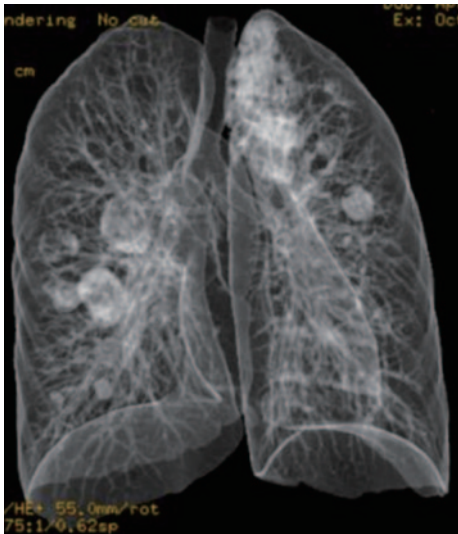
胸部単純CT画像を立体再構成した1例。2度目の再燃時、両肺野に球形の陰影を散在性に認める。なお、左上葉には不整形の器質化肺炎様の陰影を認める。
